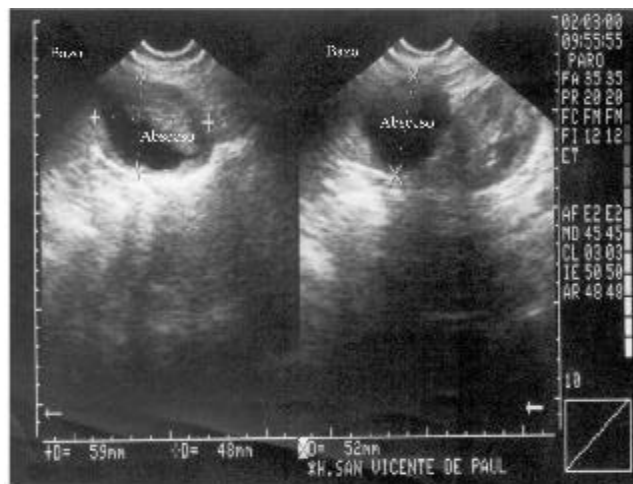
Ecografía corte sagital. Lesión con ecogenicidad mixta y paredes gruesas e irregulares, septada con área hipoeoica en bazo, diámetros 59 x 48 x 52 mm.
